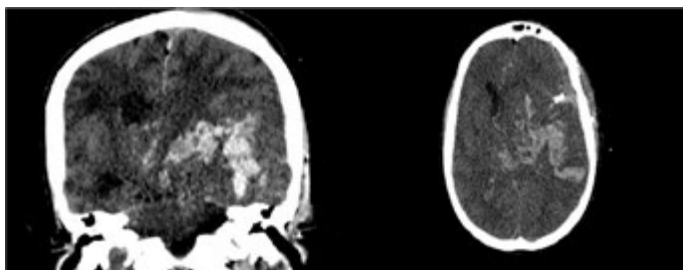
Case 16. CT presenting massive left intracerebral hemorrhage with mass effect and contralateral midline shift.
